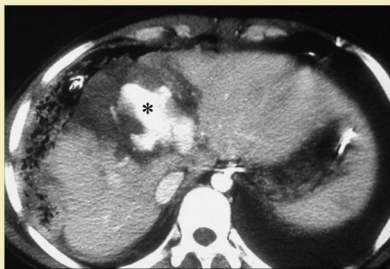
Paciente que se sometió a una laparotomía de emergencia en otro hospital, donde ingresó tras un accidente de tráfico. TC obtenida tras el traslado del paciente que muestra un taponamiento perihepático y gran extravasación del contraste (asterisco) dentro de la extensa zona de contusión hepática. El paciente sobrevivió y precisó de otra embolización 24 h más tarde, puesto que el contraste rezumaba desde las ramas arteriales del lóbulo izquierdo.
